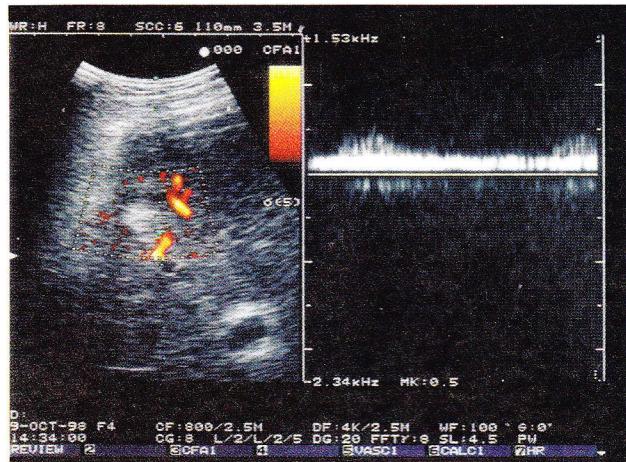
A small hyperechoic lesion in a cirrhotic liver. The power Doppler shows low frequency arterial and venous signals without signs of neovascularization.
